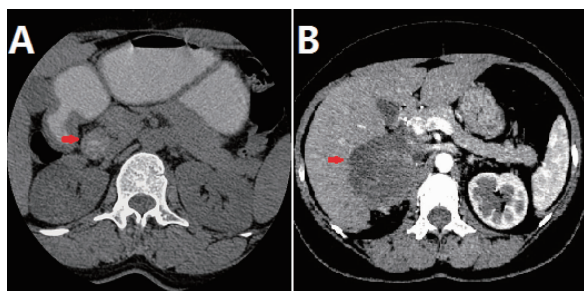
2 例不同肾上腺神经鞘瘤患者 CT 平扫+强化图像
